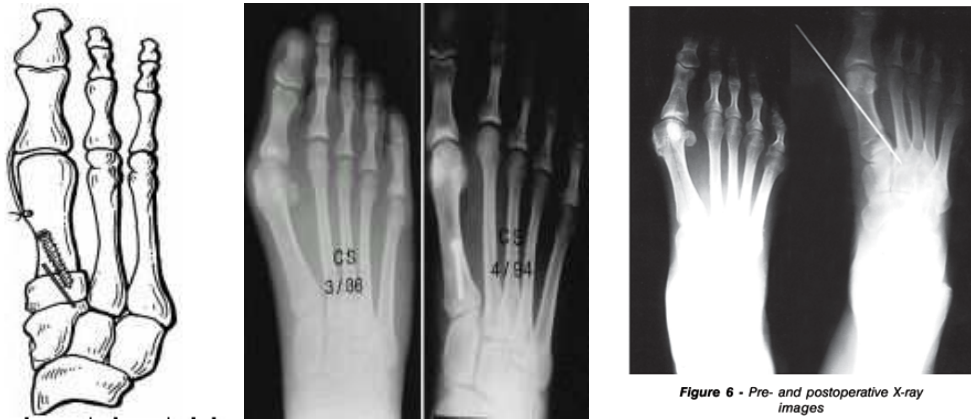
Pre- and postoperative X-ray images
